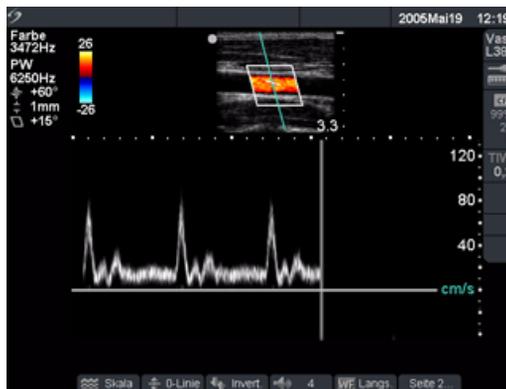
Doppler-Kurvenbild
